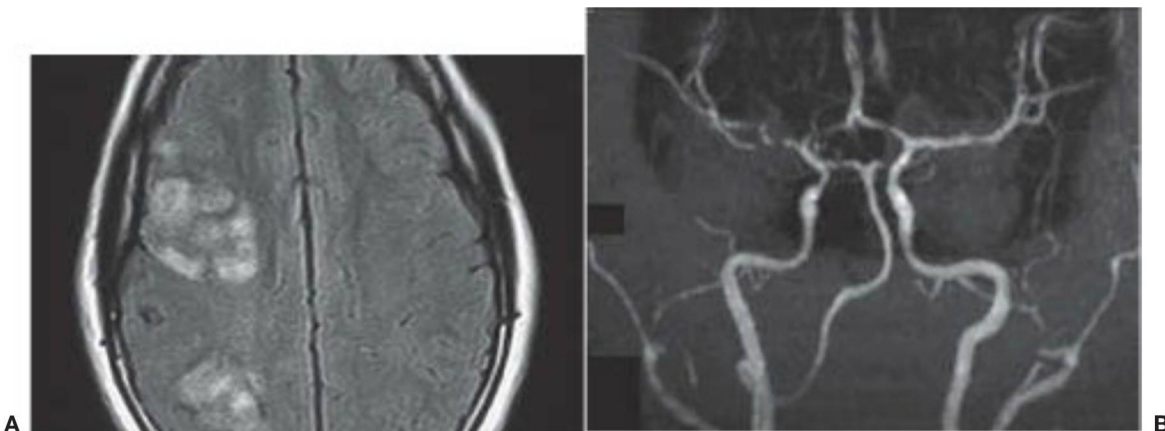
4 RM craneal axial (A) y angiografía por RM (B) que muestran infarto cerebral derecho y arteriopatía de arteria cerebral media derecha en un chico de 14 años con sida y hemiparesia izquierda de inicio agudo (enfermedad por VIH adquirida perinatalmente; cifras de linfocitos T CD4+ 4; ARN del VIH 89.400 copias/ml).
